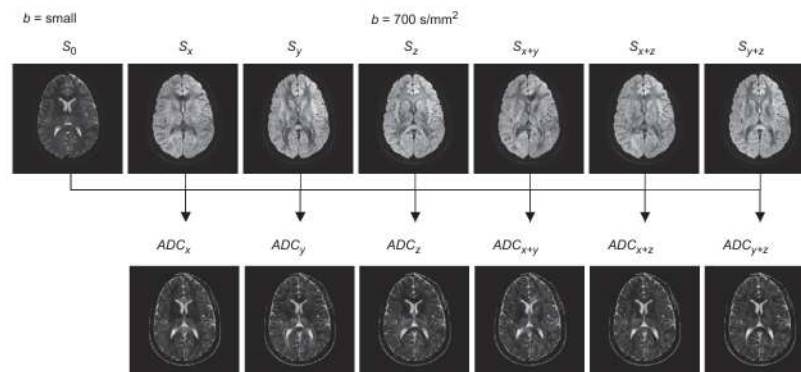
Ejemplo ilustrativo de las distintas imágenes de resonancia magnética por difusión necesarias para poder calcular el tensor de difusión.
